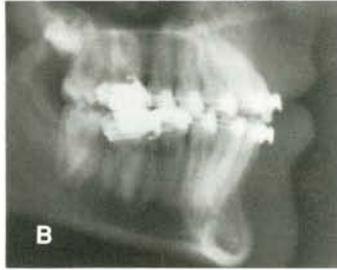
A) Radiografía lateral de cráneo tomada cuando se insertó una Barra de Torsión de 30 grados en las Ranuras Profundas de los brackets de los incisivos centrales y laterales maxilares. B) Después de seis meses (sin ajustes o reactivación) se obtuvieron 21 grados de torsión, un promedio de cambio de 3.5 grados por mes.
